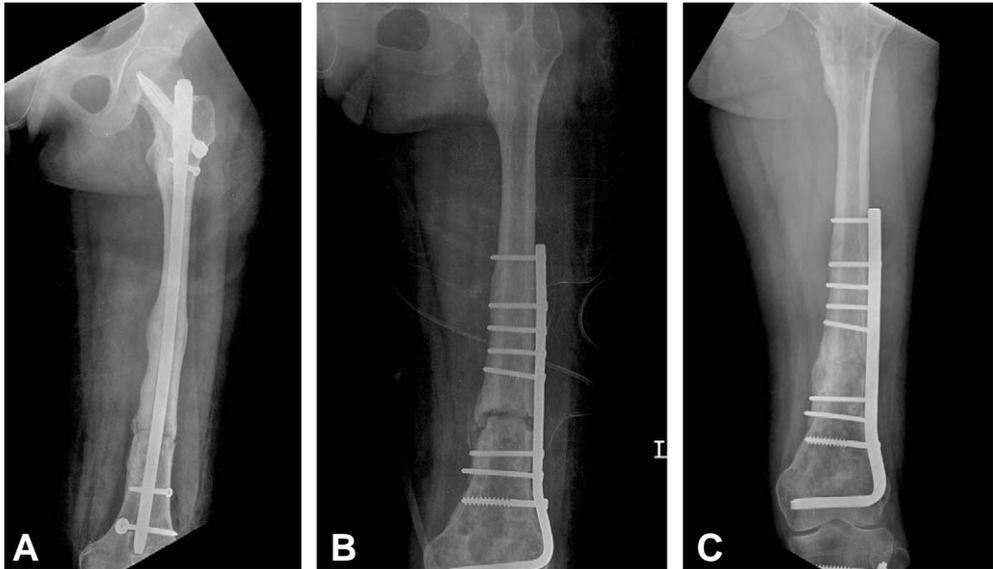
AP radiograph of left femur. (A) Follow-up radiograph obtained 27 months later showed nonunion state on distal femoral shaft lesion. (B) Autogenous iliac bone graft and internal fixation with condylar blade plate was done to advance bone union after removal intramedullary nail. (C) After 6 months postoperatively, radiograph showed solid union.
